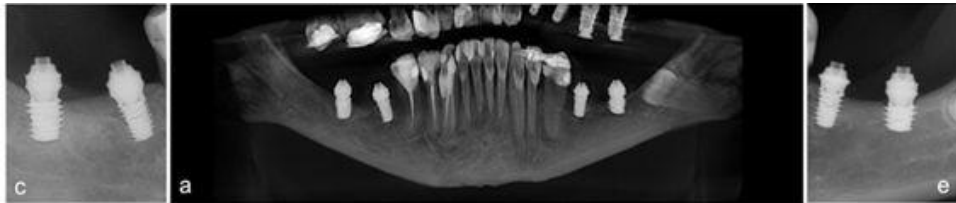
Radiographies post-chirurgies (Thome et coll., 2024)
